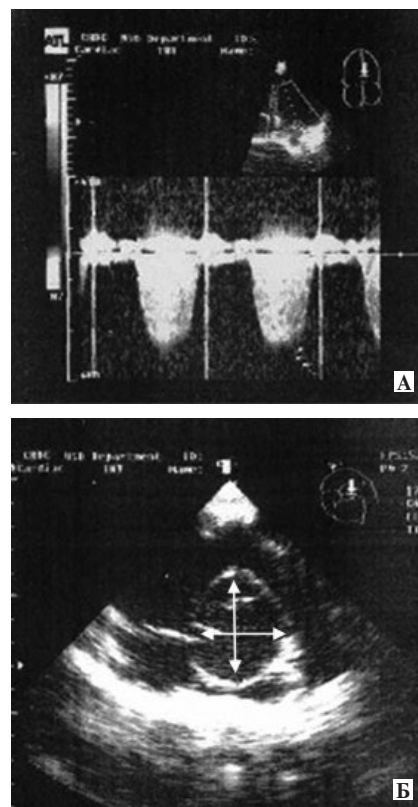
Эхокардиограмма ребенка К., 8 лет: недостаточность митрального клапана (А), расширение восходящей аорты (Б).
